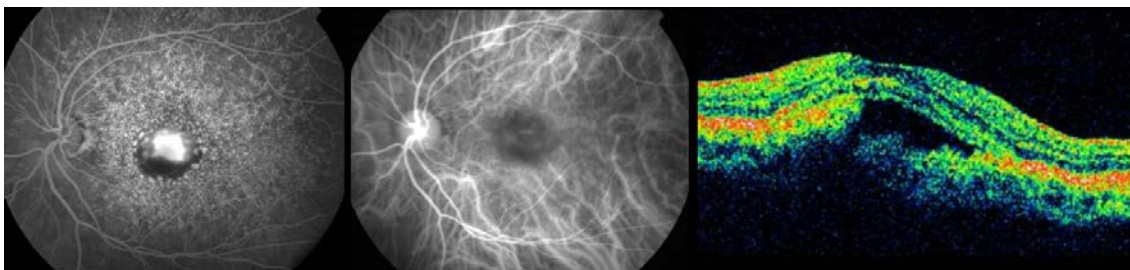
NVC clássica observada à angiofluoresceinografia, indocianina verde e tomografia de coerência óptica. Note a presença de tecido neovascular e líquido subretiniano observados no OCT (Fonte: Dr. Marcos Ávila).
